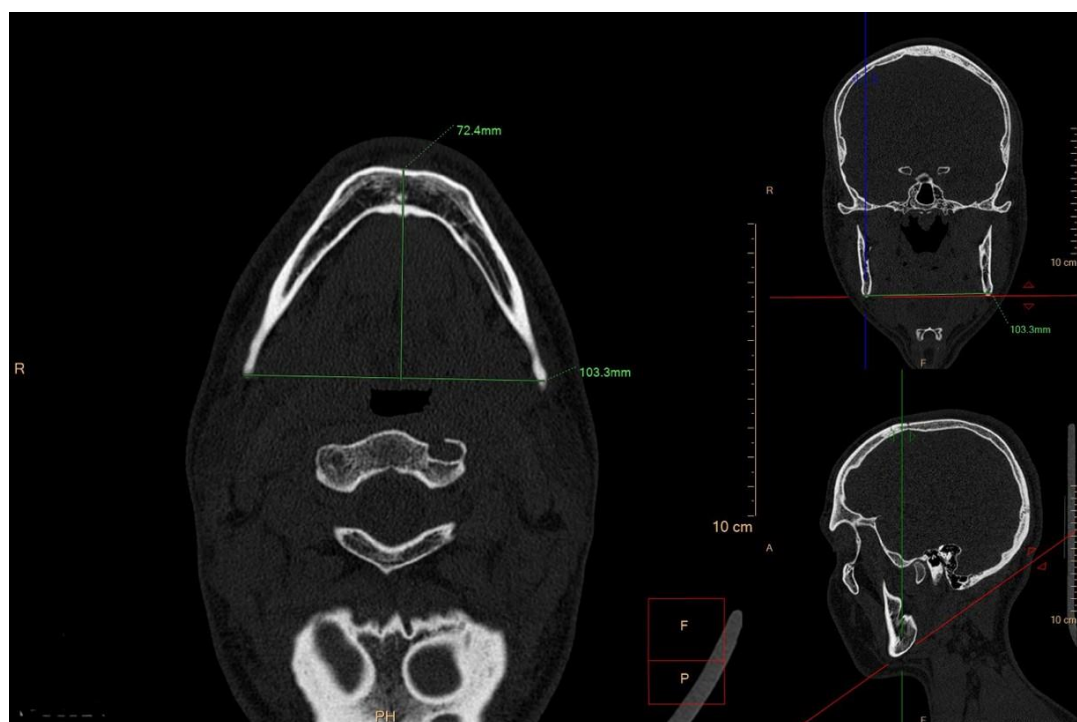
МСКТ, MPR (мультипланарные реконструкции). Измерение проекционной длины и ширины нижней челюсти
